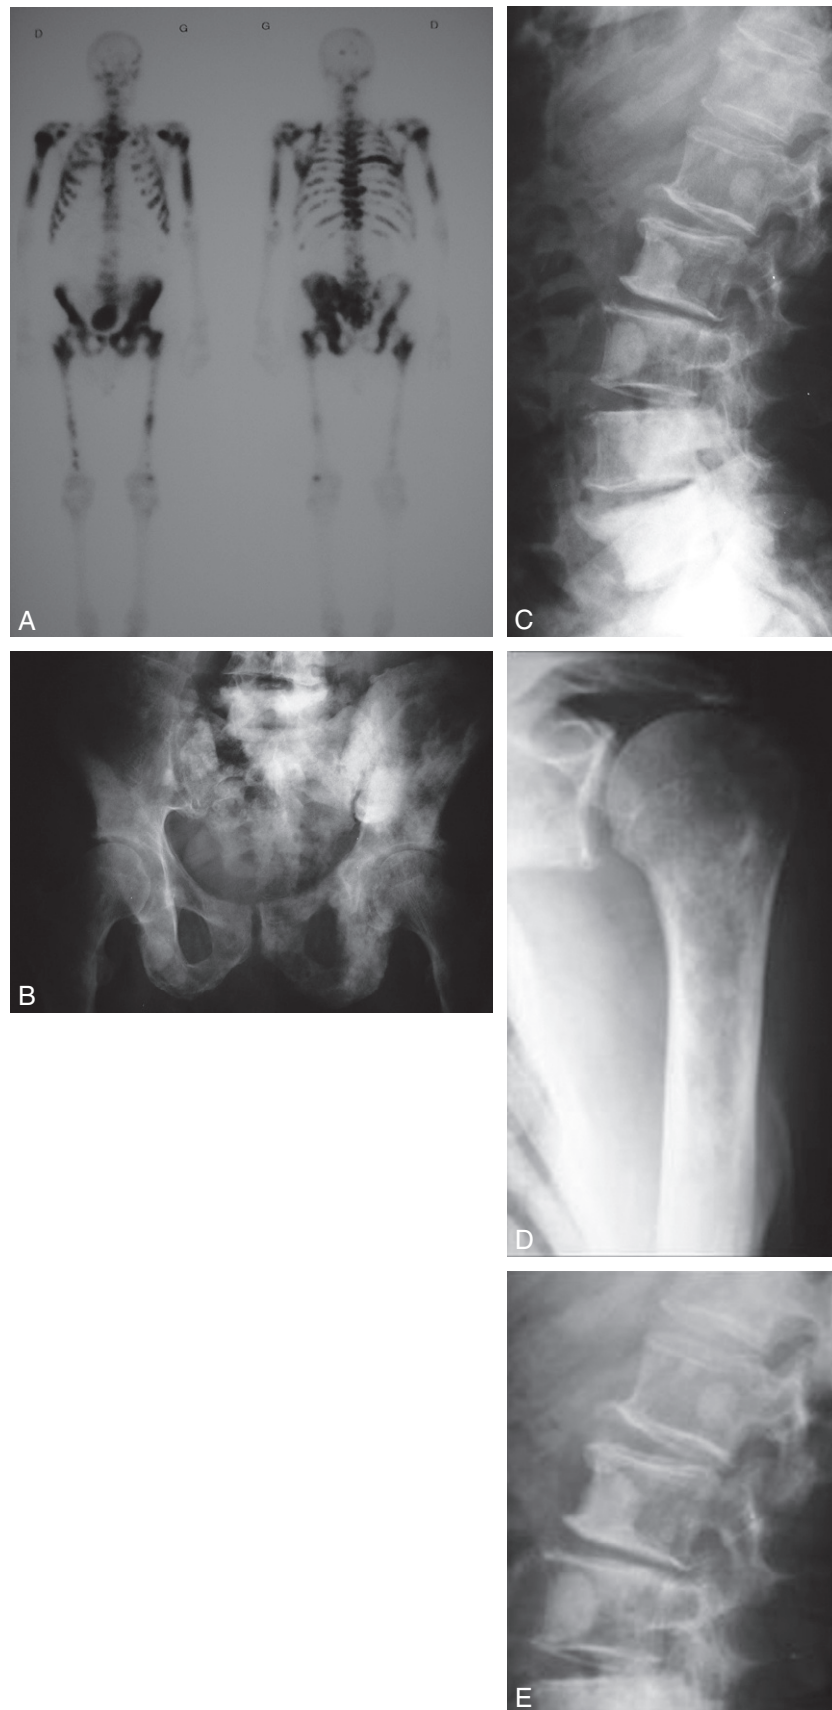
A à E. Métastases multiples condensantes et lytiques d'un cancer de la prostate (radiographie et scintigraphie osseuse).
